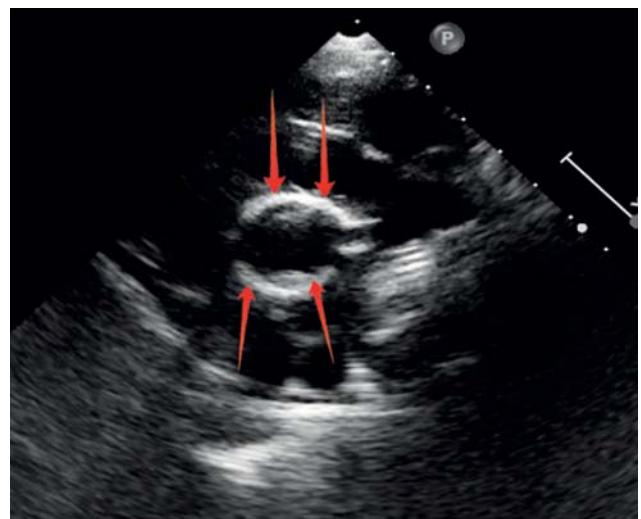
Patient № 2 echocardiogram in four-chamber view
